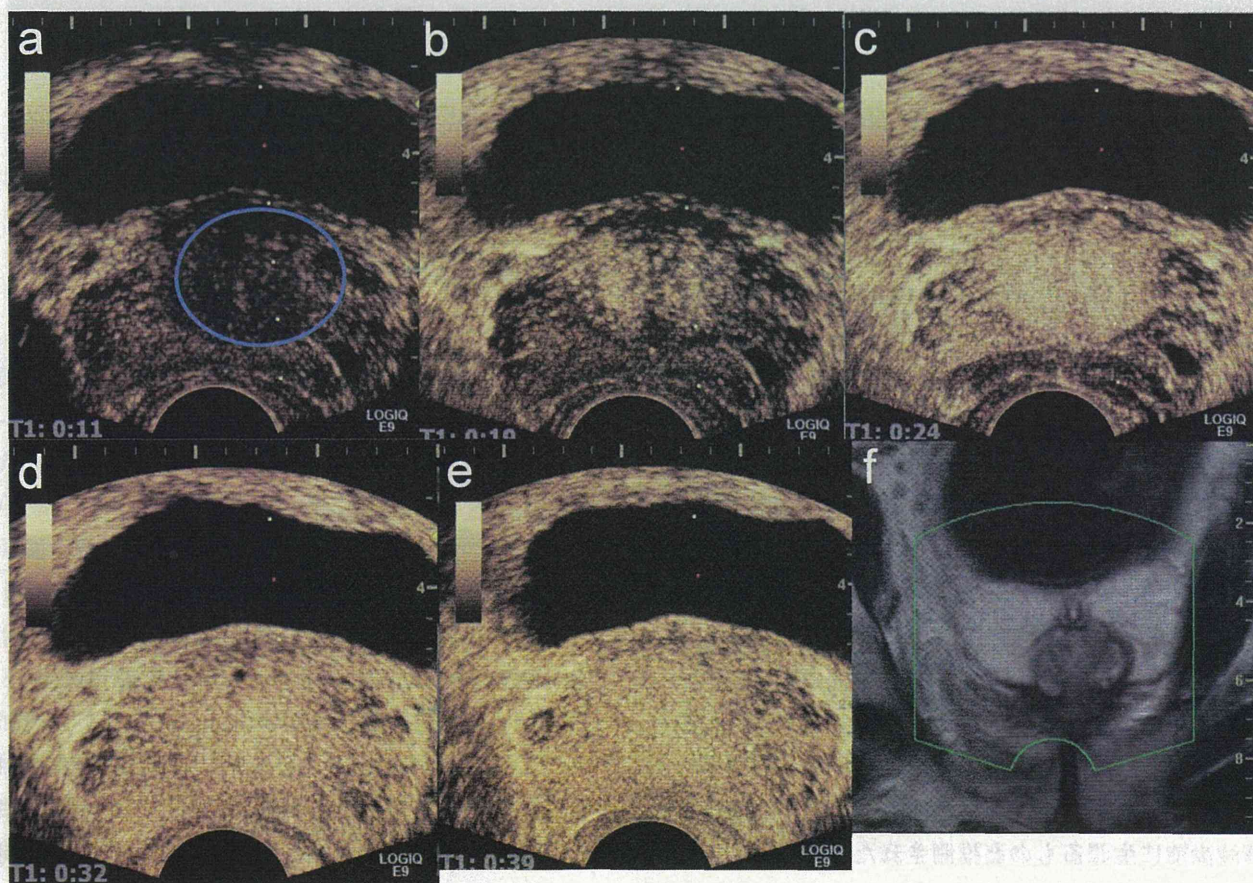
前立腺肥大症 (中葉肥大) 症例に対する TRUS 造影超音波検査と MRI の同時表示と経時的リアルタイムイメージング. a 造影前, b 造影早期, c 造影中期, d 造影ピーク, e 造影ピークを過ぎ, 外線の造影が低下, f 同期した MRI イメージ. リングは中葉肥大の腺腫に関心領域に設定したことを表す
